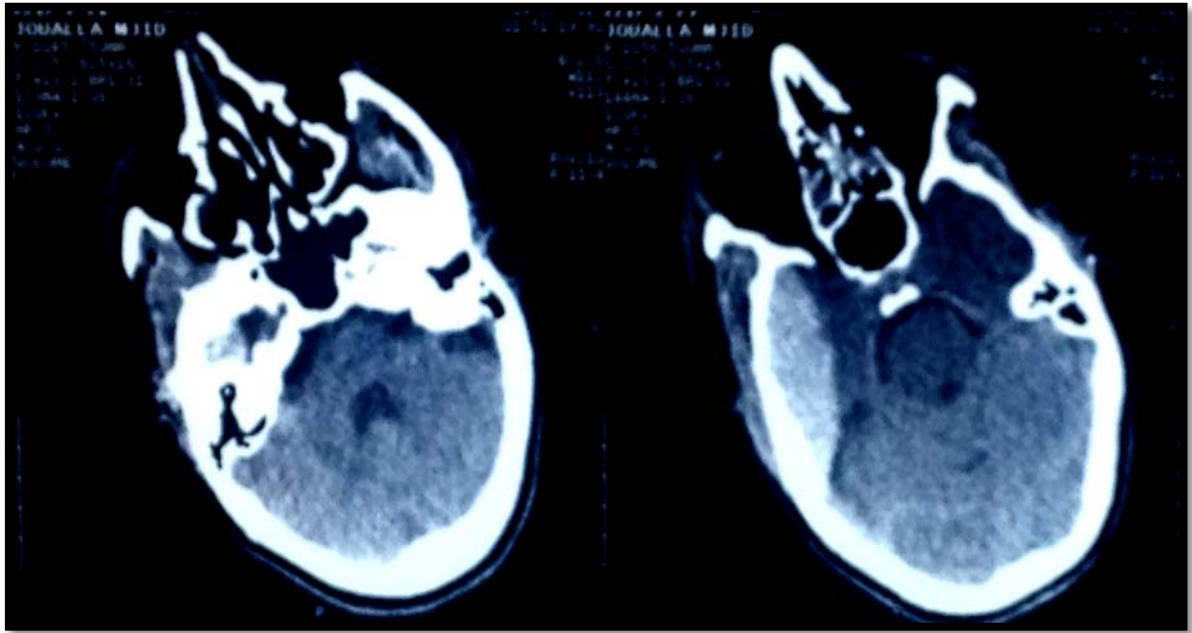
TDM cérébrale fenêtre parenchymateuse coupe axiale qui montre un HED
